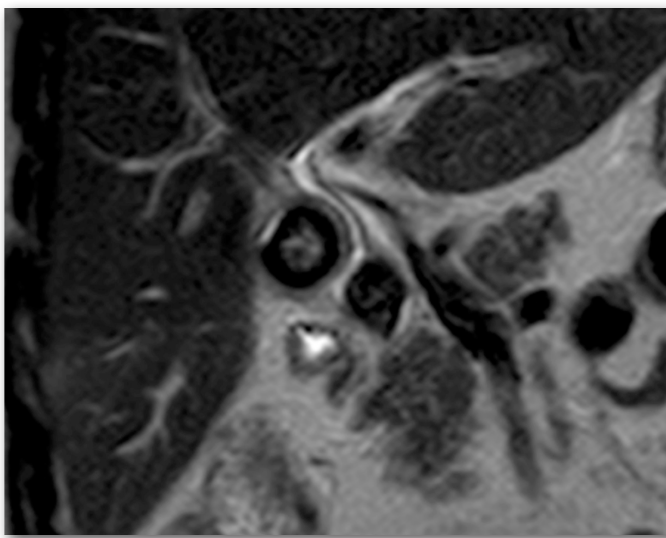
Colangio- RM en la que se objetiva un síndrome de Mirizzi.
